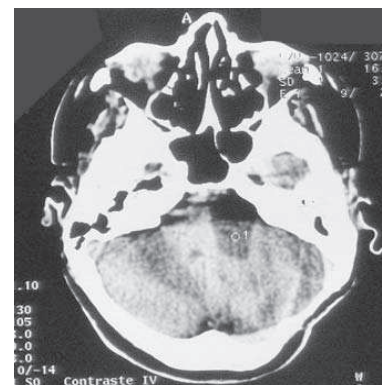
TDM cérébrale post opératoire : Diminution de la taille du kyste.
